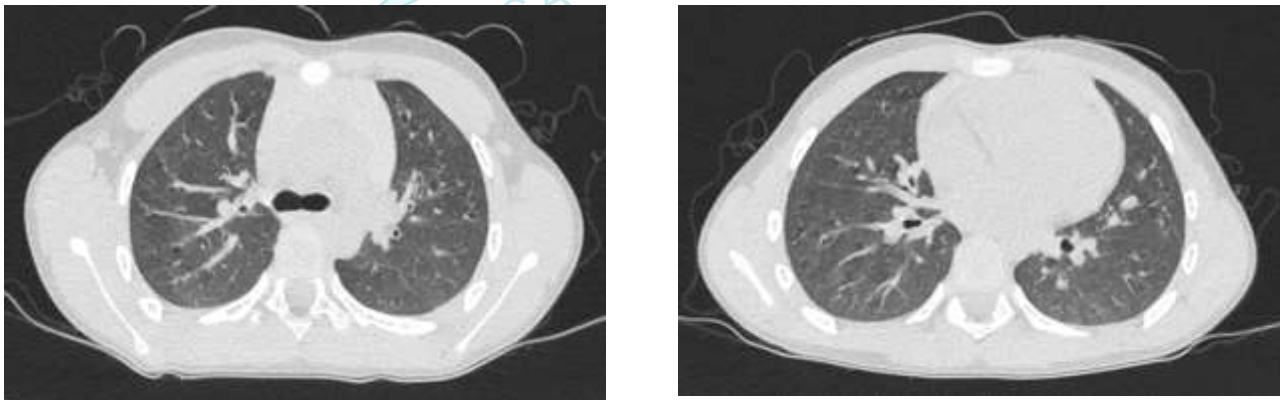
Tomografía Axial Multicorte a los 2 meses de terapia específica
